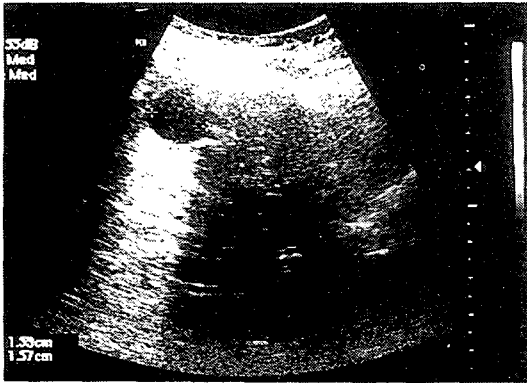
Simple renal cyst : abdominal sonography shows a solitary, thin-walled, nonseptated cyst in the renal cortex.
